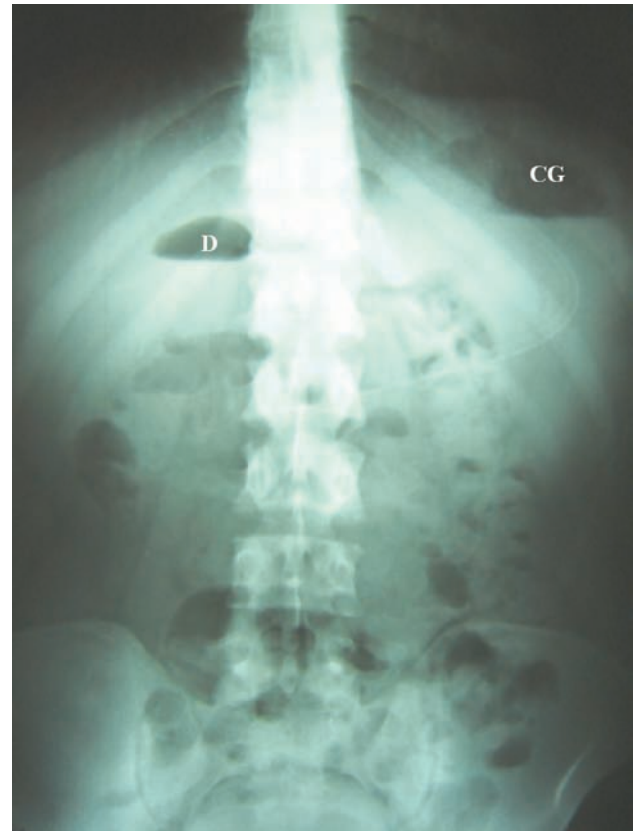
Radiografía de abdomen simple mostrando niveles hidroaéreos en cámara gástrica (CG) y en duodeno (D).
